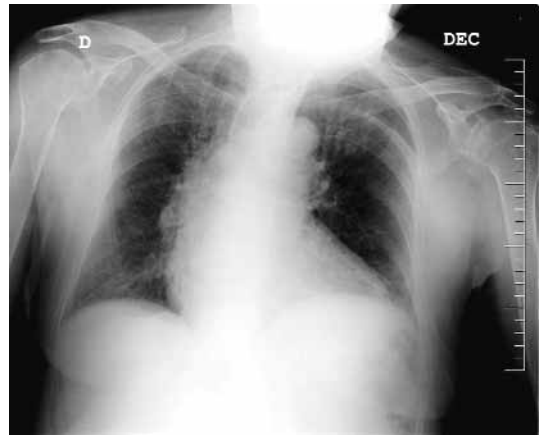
Radiografía de tórax A-P de decúbito: obsérvese que, al estar en decúbito, se observan ciertos “artefactos”: aumento de tamaño de la silueta cardíaca, aparente ensanchamiento del mediastino, elevación de diafragmas...
